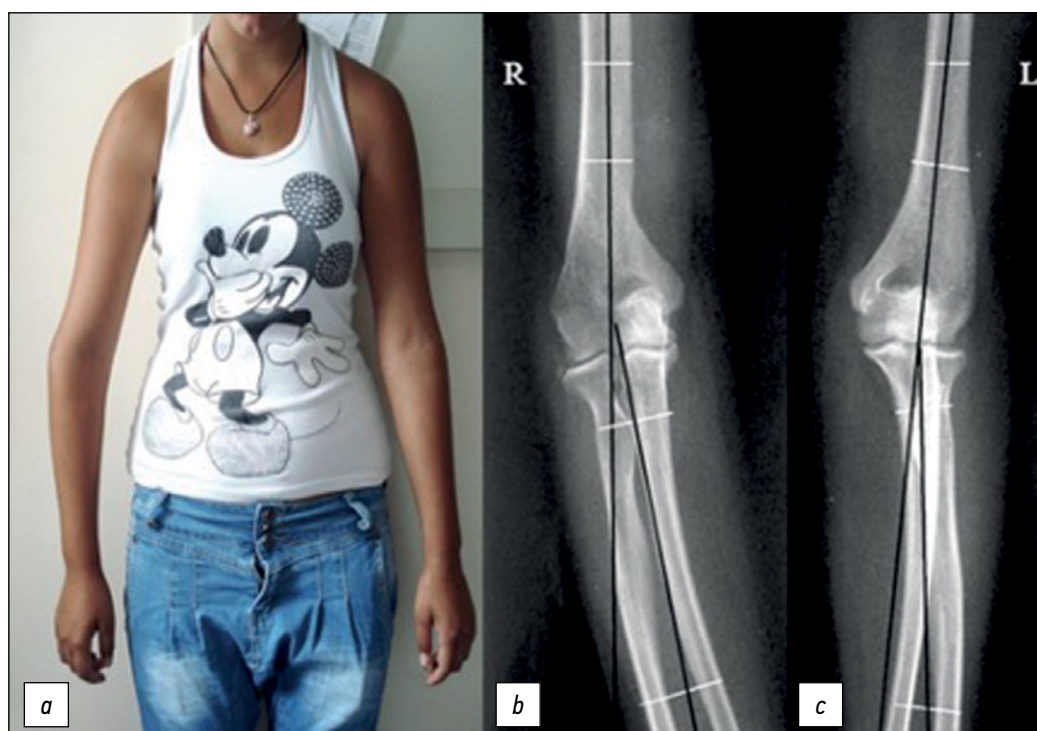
a* — клиническое фото, демонстрирующее деформацию правого локтевого сустава; переднезадние рентгенограммы правого (R) и левого (L) локтевых суставов: *b* — 12° varus-деформация на правом локте, *c* — 8° valgus-деформация на левом локте [6].
